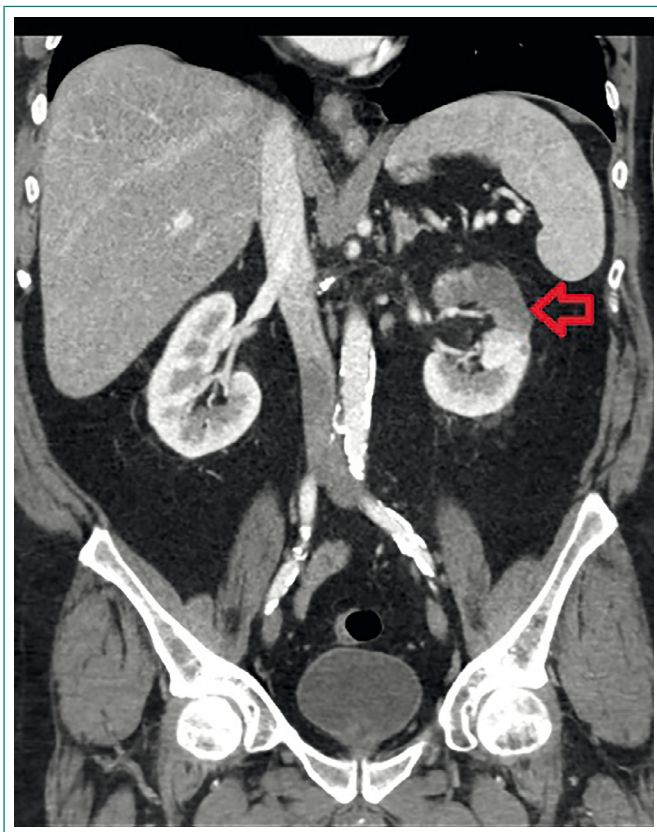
Reconstrucción coronal de TAC abdominal con contraste intravenoso. Compatible con infarto en hemipolo superior del riñón izquierdo (*flecha*)
